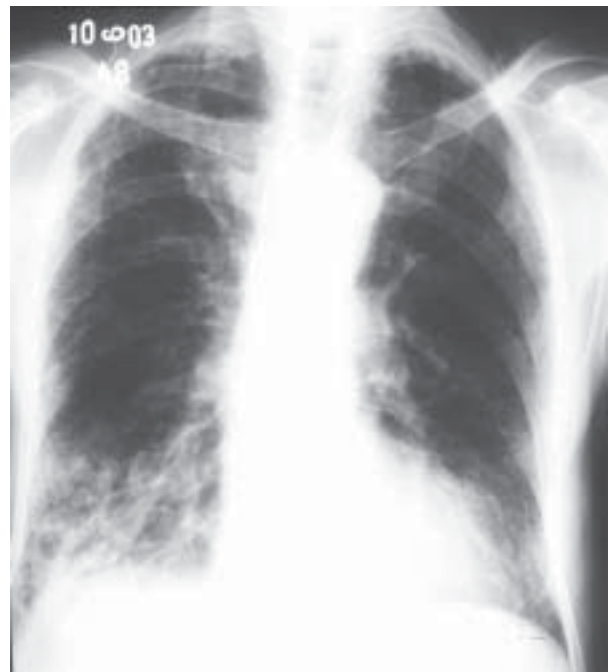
Homem, 93 anos, internado com quadro de hemoptise. A pesquisa de BARR foi positiva (+++) . Sua radiografia de tórax mostrava infiltrado intersticial em terço inferior de ambos os pulmões, além de pequena lesão cavitária na base do pulmão direito. Permaneceu internado por 72 dias, tendo recebido alta e encaminhamento para posto de saúde.
